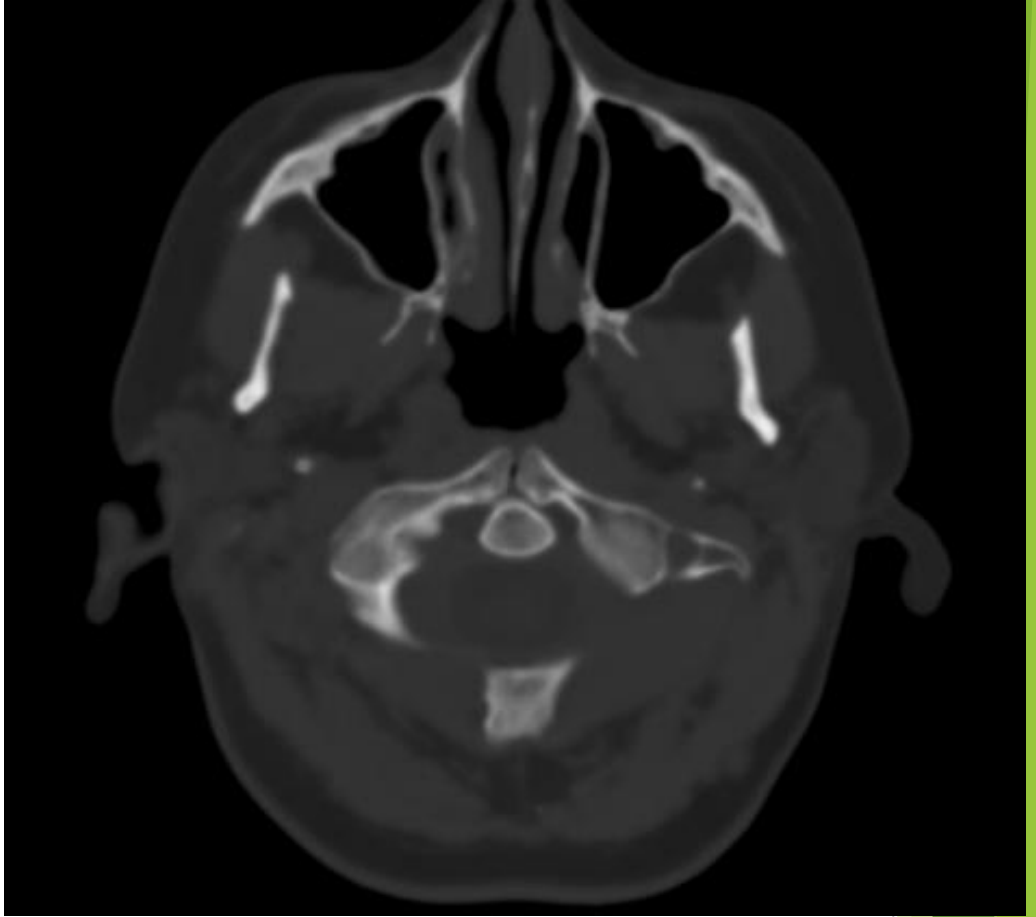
Tomografía computada multidetector (TCMD) sin contraste endovenoso. Se observa falta de fusión del arco anterior del atlas.
